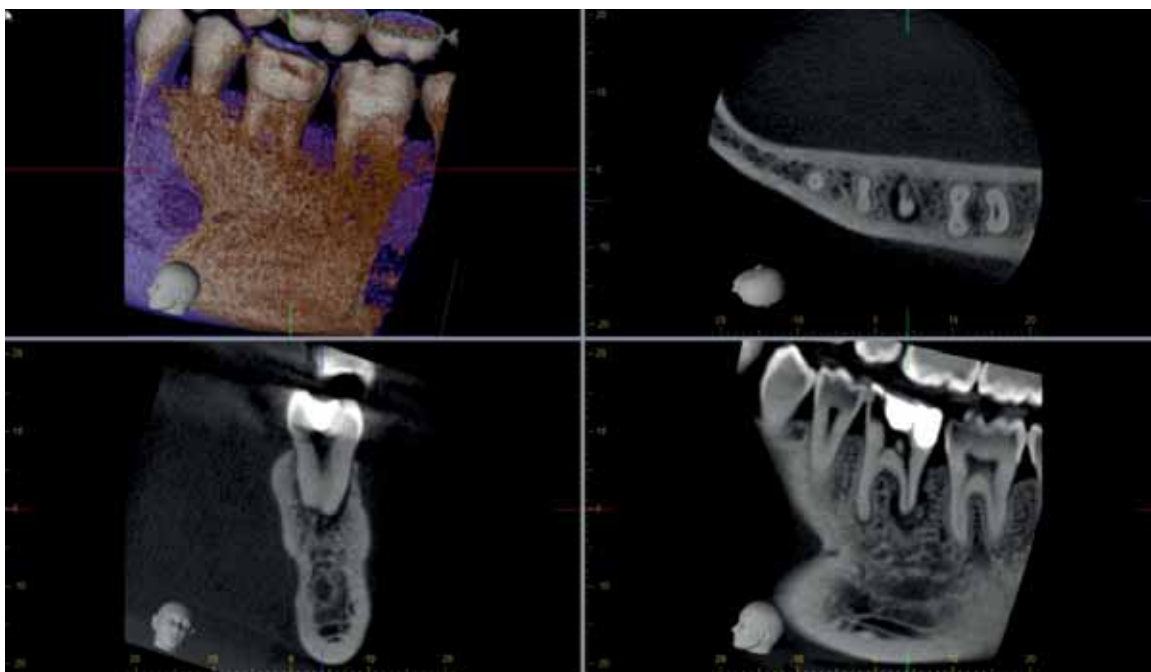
Imagine CBCT a dintelui 36. Reconstrucție tridimensională (stânga sus), secțiune axială (dreapta sus), secțiune coronală (stânga jos) și secțiune sagitală (dreapta jos)
